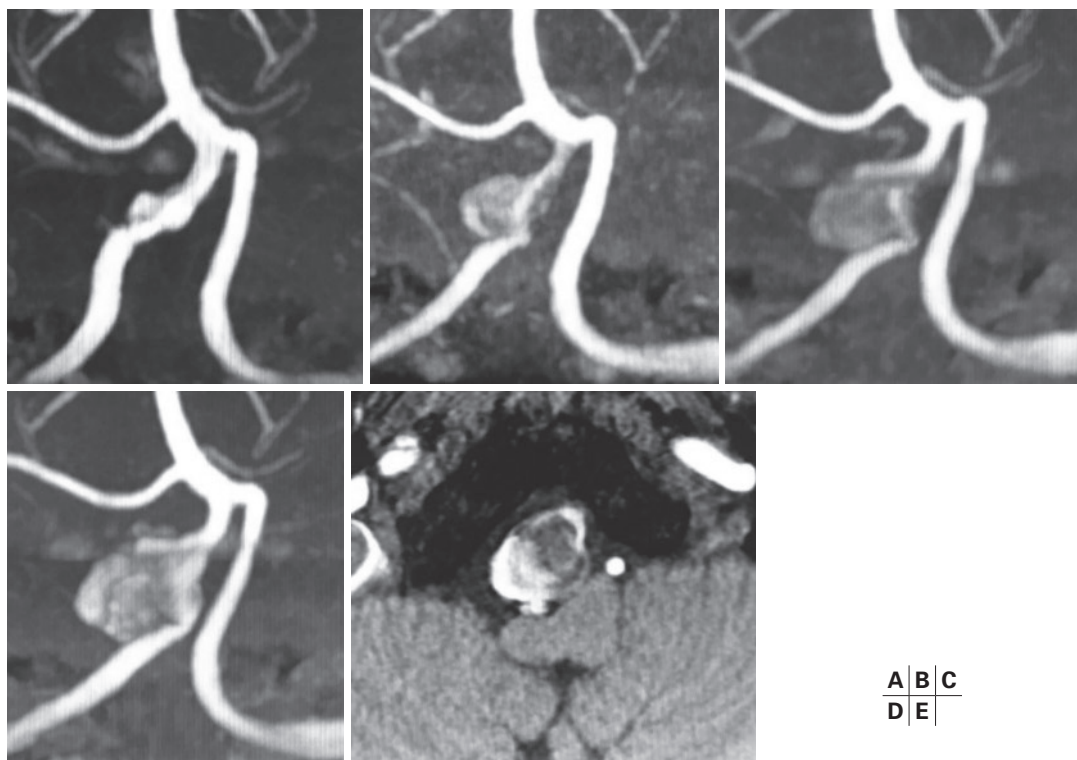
A 40-year-old man with serial magnetic resonance angiography (MRA) showing a growing dissecting aneurysm on the right vertebral artery.
